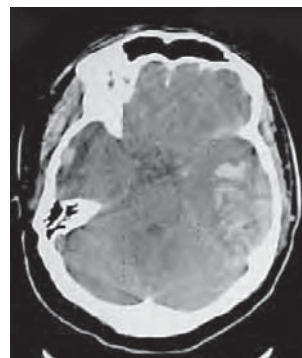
/7. TAC de cráneo. Hematoma intraparenquimatoso postraumático.
